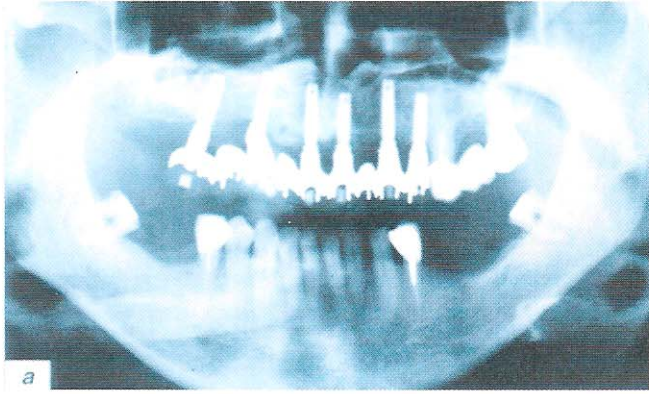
(a) Em dezembro de 1990, paciente com enxerto do soalho dos dois seios sem a construção de um teto. (b e c) Tomografia panorâmica feita em dezembro de 1993 e junho de 1997 mostrando imagens comparáveis (cortes axiais milimetrados precisos confirmam a total ausência de reabsorção de massa óssea, mais de seis anos após o enxerto).
